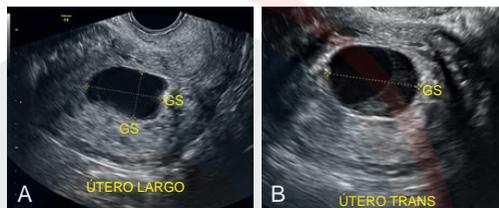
Aborto definitivo. Ultrasonido transvaginal (A) longitudinal y (B) transversal del útero que muestra un embarazo no viable en una paciente que se presenta a las 10 semanas y 5 días según fecha de último período menstrual seguro con un saco gestacional vacío (SG), con un tamaño promedio del saco de 27,3 mm.
